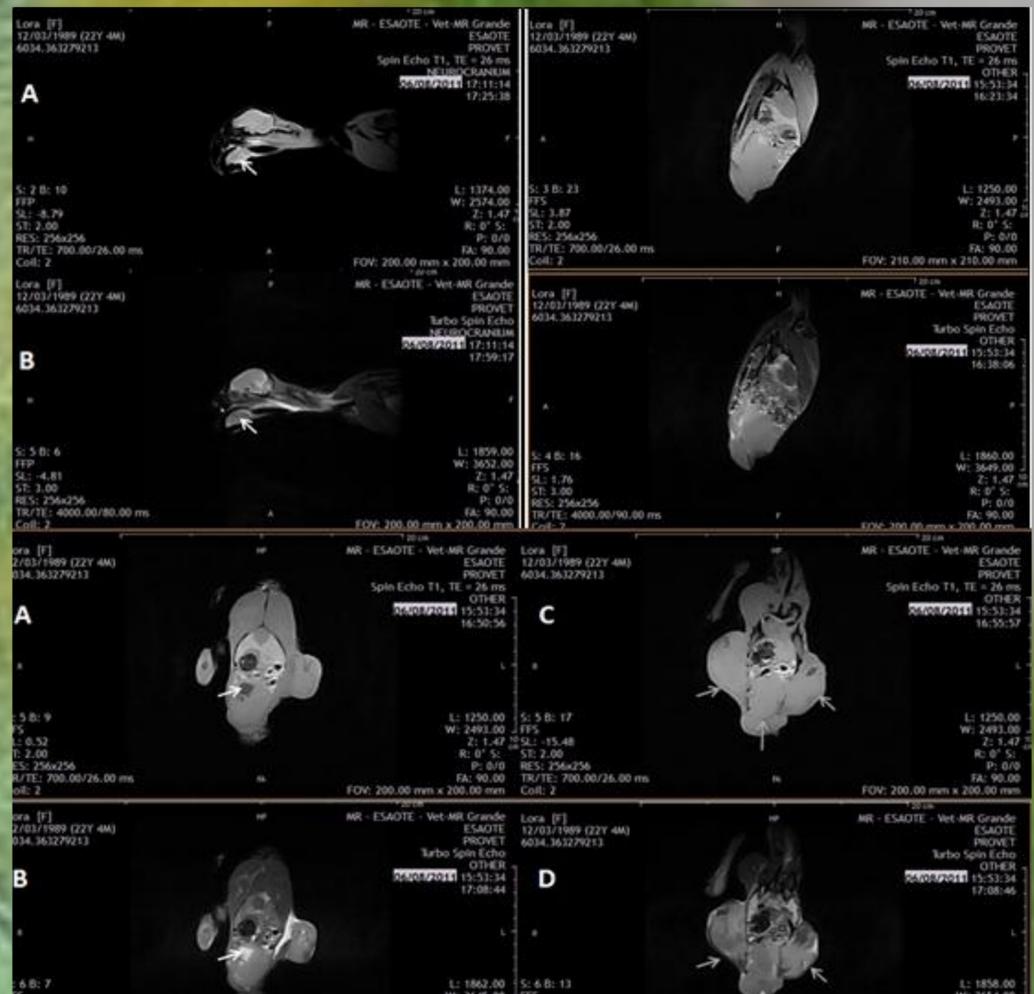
Imagens do estudo por RM do exemplar *Amazona aestiva*, ponderadas em T1 (A) e T2 (B), em cortes sagittais de crânio e sagittais e dorsais de cavidade celomática. Observa-se a evidente formação entre pigóstilo e porção caudal de cavidade celomática, promovendo desvio dorsal de silhueta renal e cranial das demais estruturas intracavitárias. Setas brancas indicando aumento de volume na língua, e estrutura hipointensa em T1 (A) e hiperintensa em T2 (B), sugerindo cavitação cística preenchida por conteúdo líquido na formação em pigóstilo. Setas cinzas indicando as formações em MPs e entre pigóstilo e porção caudal de cavidade celomática, de caráter discretamente hiperintenso em T1 (C) e em T2 (D), onde assume aspecto heterogêneo (Fonte: PROVET).
